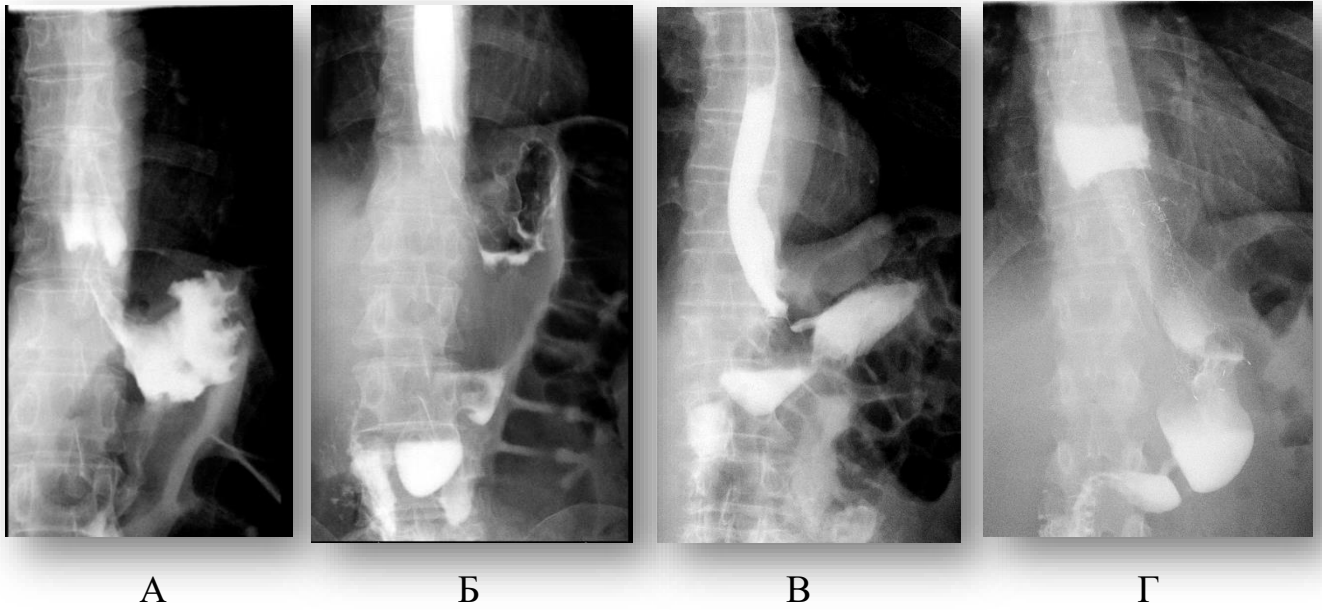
Рентгеноскопия пищевода и желудка с пероральным контрастированием: А, Б – «обрыв» складок слизистой оболочки пищевода с дефектом наполнения; В – дефект наполнения абдоминального отдела пищевода (сдавление извне?); Г – состояние после стентирования нижнегрудного отдела пищевода, супрастенотическое расширение над стентом
